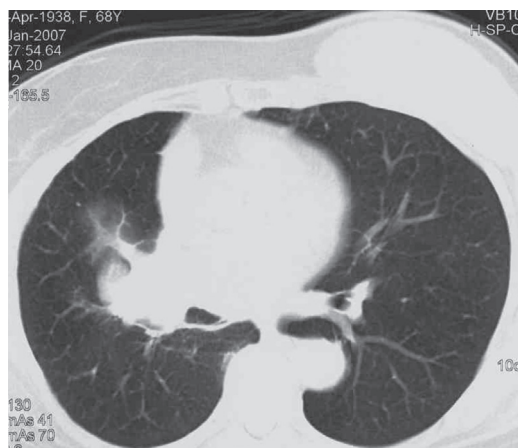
TC torácica (Jan. 07) evidenciando massa junto ao hilo direito, com estreitamento do brônquio lobar superior direito.
